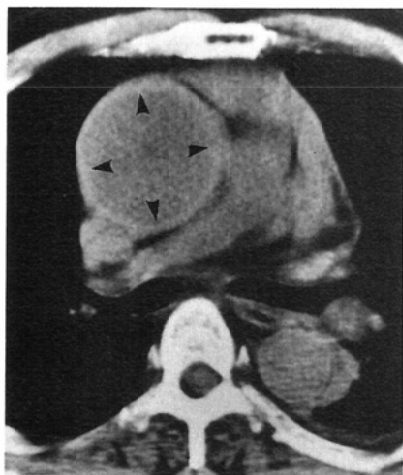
Case 1. (Type N) Initial post-contrast CT image (a) shows non-opacified crescentic area (arrowheads) with displacement of intimal calcifications from the ascending to the descending thoracic aorta. Post-contrast CT image obtained two months later (b) shows disappearance of the false lumen of the ascending aorta.
